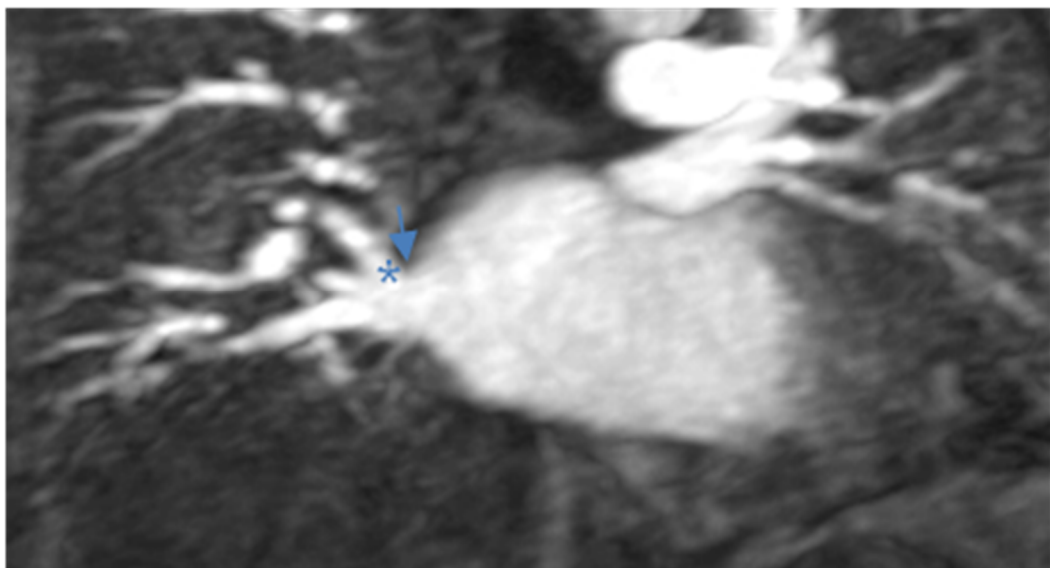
Secuencia de angio-RM 3D, plano coronal oblicuo obtenido a partir del eje largo de la VID en el plano axial. Esta imagen corresponde al estudio en el que se encontró la menor distancia desde el *ostium* de la VID (flecha) hasta su primera ramificación (asterisco).
